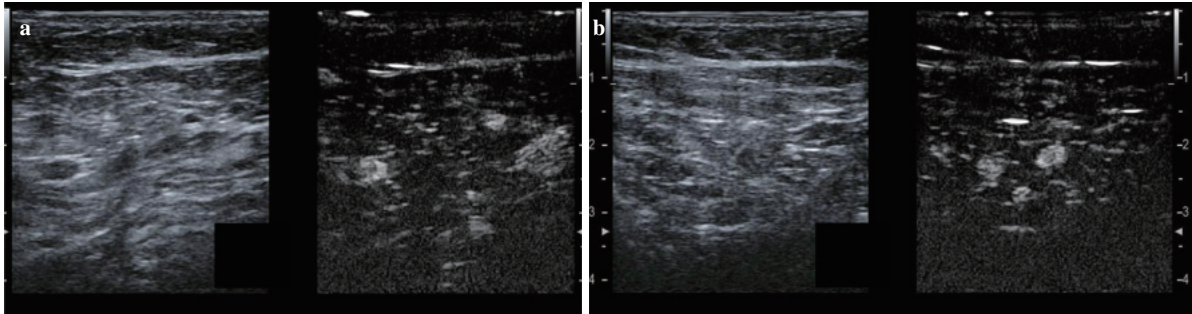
造影超音波検査所見 (ARIETTA850 L12-2 リニアプローブ使用)
